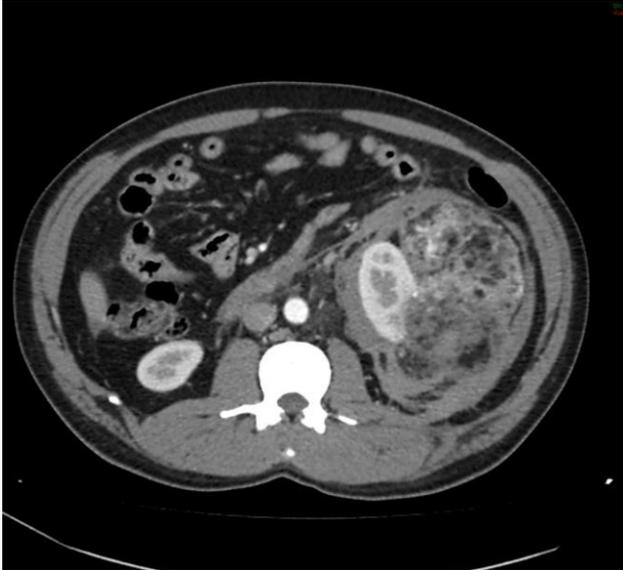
TC abdominal con la masa retroperitoneal.
